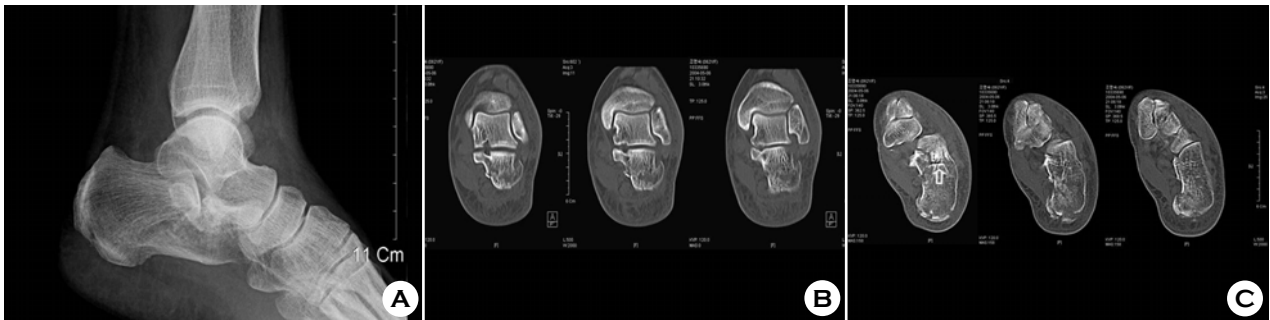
(A) Radiograph of 63 year-old female. Fracture was classified into Sanders type IIB with minimal displacement (B). But, the cortical density within the cancellous body of the calcaneus (arrow) illuminates the rotational displacement of the posterior facet fragment on the sagittal plane.
